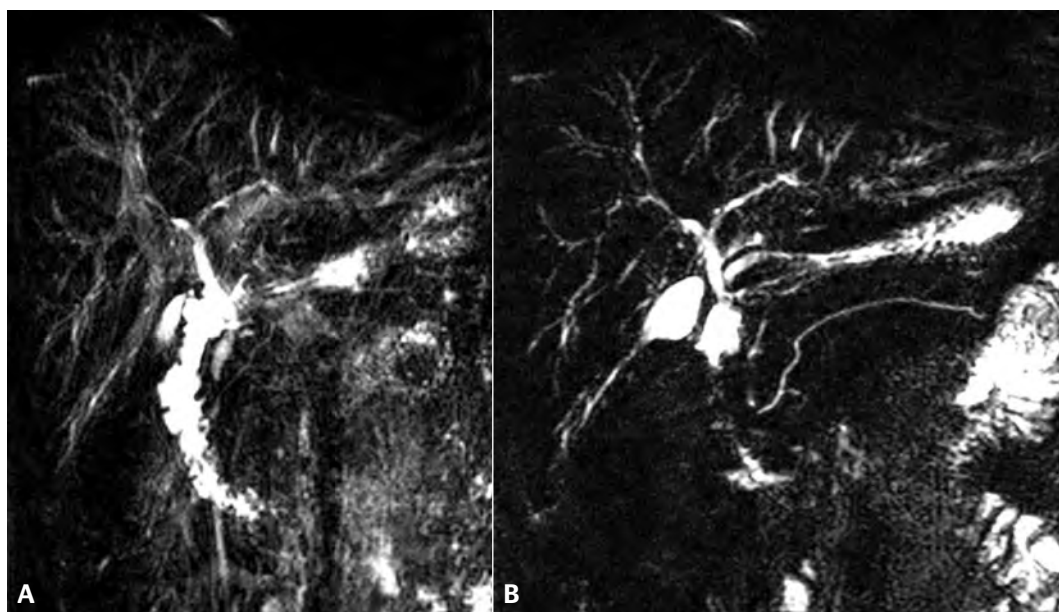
Intérêt du gadolinium pour l'exploration des cholangites sclérosantes primitives : l'injection de produit de contraste permet l'étude du rehaussement biliaire et l'analyse du parenchyme hépatique à la recherche d'un éventuel cholangiocarcinome. De plus, la comparaison d'acquisitions de bili-IRM avant (A) et après (B) injection de gadolinium montre que cette injection peut réduire le « bruit de fond » lié aux structures vasculaires. L'analyse des voies biliaires est ainsi facilitée. Ici, on note un aspect typique de CSP
